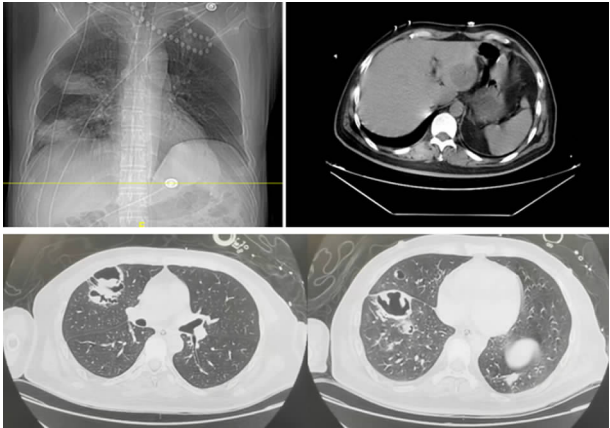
患者入院第6天(2023年3月6日)复查胸片+胸腹部CT
